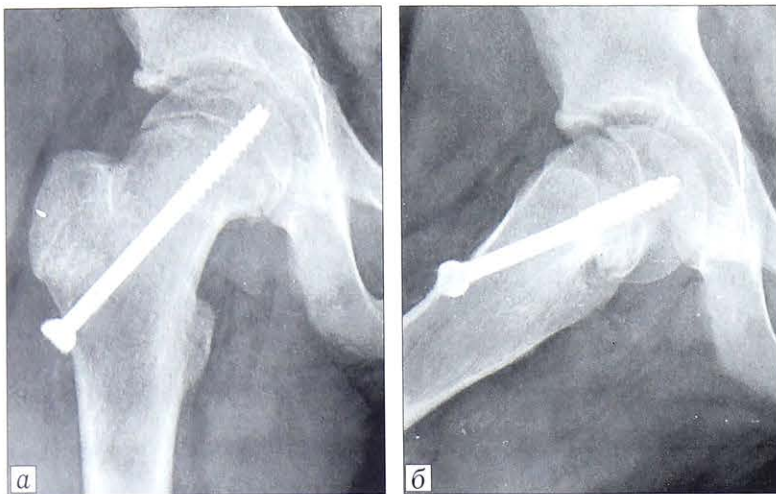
Внесуставная фиксация эпифиза головки бедра винтом. Рентгенограммы в переднезадней проекции (а) и в проекции Lauenstein (б).
